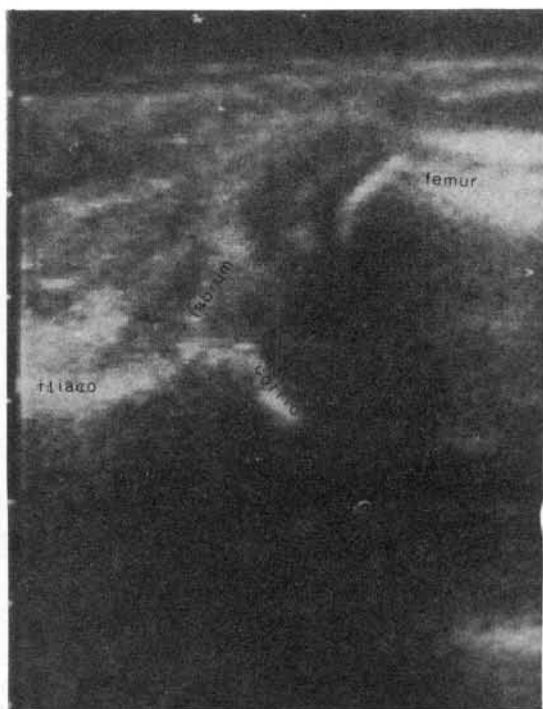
Ecografía de cadera, observándose la cadera luxada; se identifica el fémur, acetábulo, ilíaco y labrum interpuesto.
